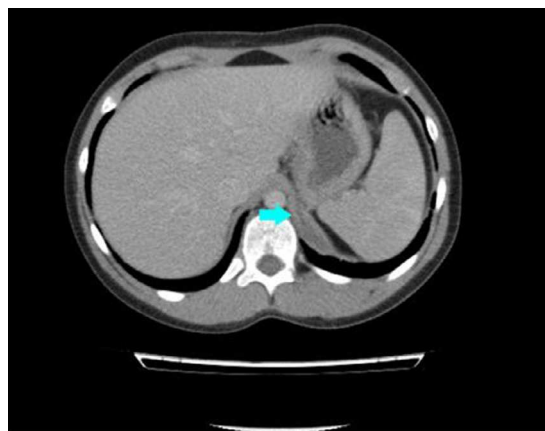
TC toracoabdominal: masa en el interior del diafragma izquierdo (flecha), sólida, ligeramente heterogénea, con zonas de menor densidad en el área central, que ocupa la región postero-inferior del diafragma, compatible con secuestro intradiafragmático
